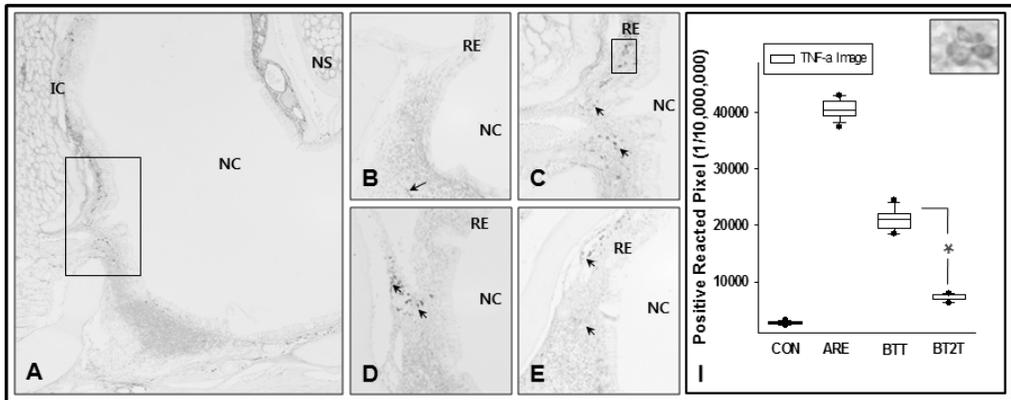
The regulation of TNF- $\alpha$  differentiation by BT.
